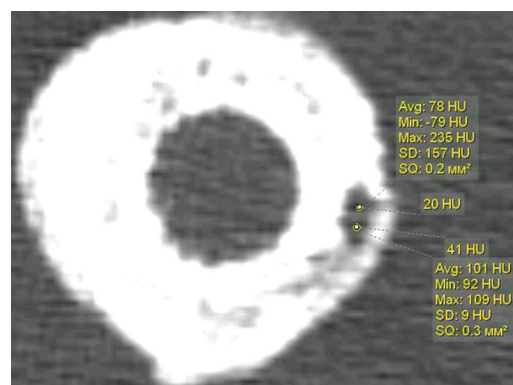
МСКТ бедра больного Р., 52 г. Аксиальная проекция. Микрополость. Локальная плотность в двух точках площадью 0,2 мм² и 0,3 мм² значительно отличалась от среднего показателя и стандартного отклонения, составляя 20 и 40 HU
